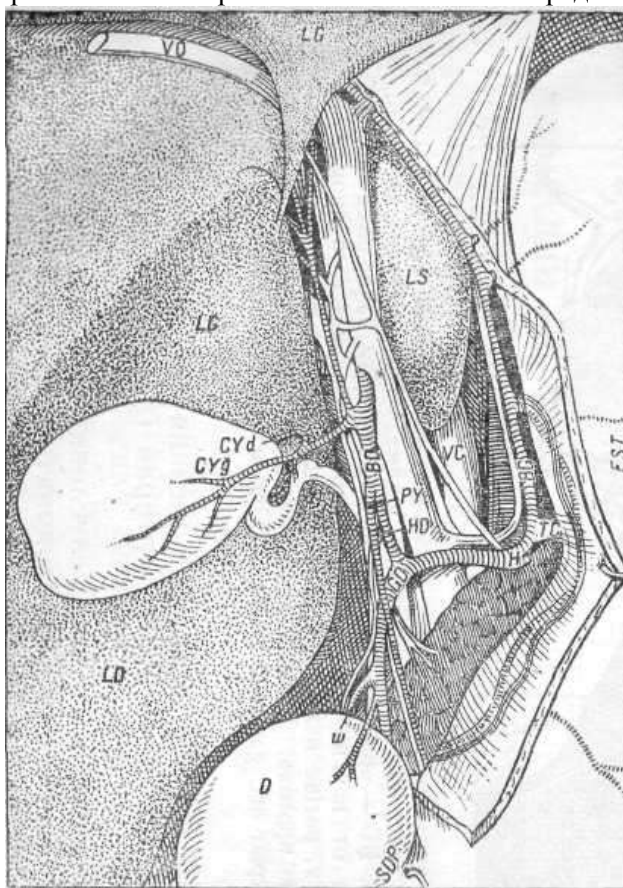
TC — art. coelaca, от которой отходит левая конечная BG — ветвь art. hepat. Правая ветвь идет сначала поперечно (H), а потом (BD) направляется вдоль желчных протоков, покрывая их *спереди* и давая целый ряд арт. ветвей G₂D — art. gastro-duoden. (Rio-Branco). В таких случаях вскрытие желчно-печеночного протока представляет большие трудности
